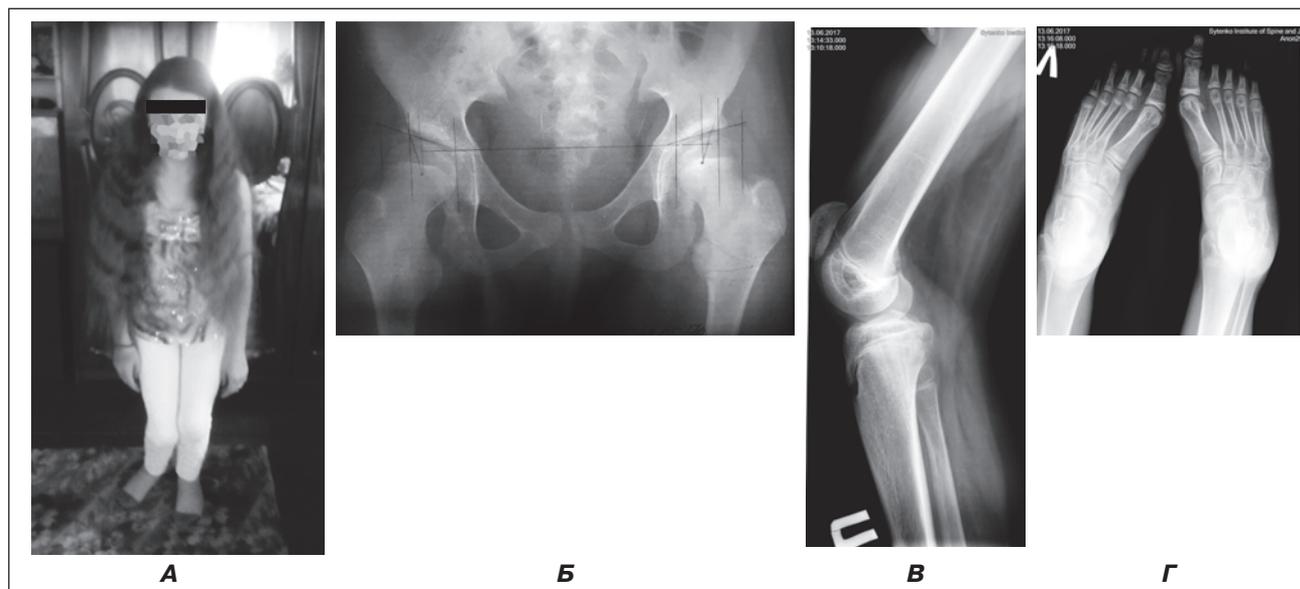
А – внешний вид ребенка Л., 12 лет (может только стоять без внешней опоры, ходит только с посторонней помощью или при помощи ходунков, недлительно, отмечаются сгибательные установки нижних конечностей и их деформация на уровне тазобедренных и коленных суставов, а также деформация стоп); Б–Г – рентгенограммы тазобедренных, коленных суставов и стоп до лечения
